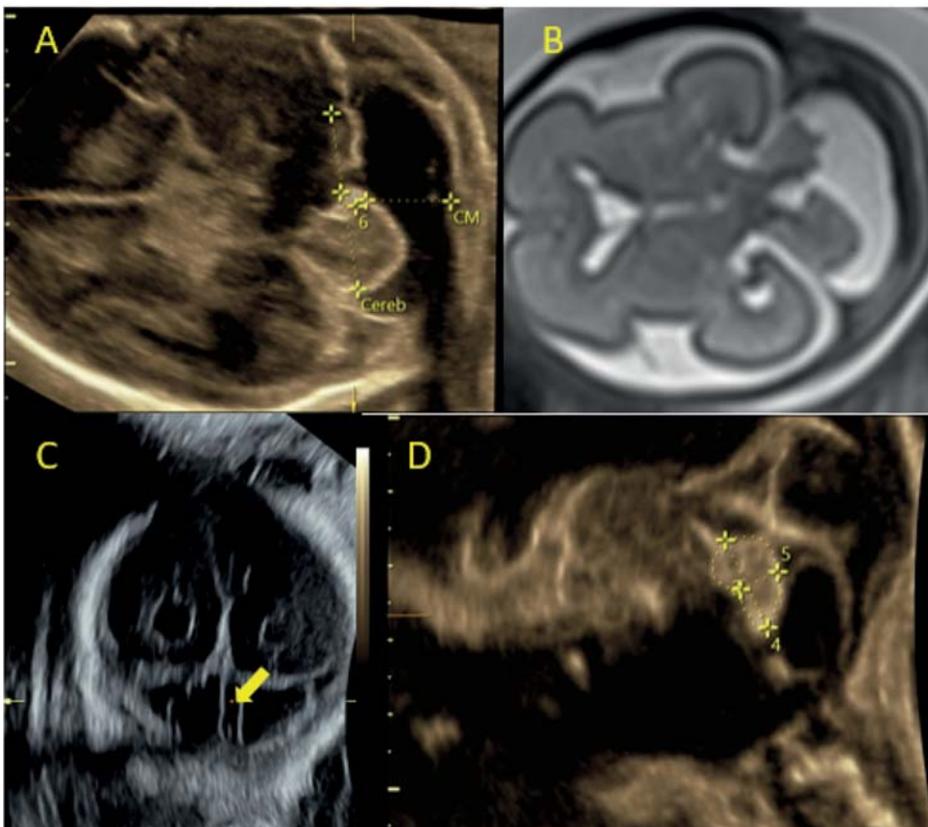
(A) transzerebellare Ebene mit Darstellung der hinteren Schädelgrube. Deutlich unterschiedliche Kleinhirnhemisphären mit weiter Cisterna magna; (B) fetales MRI bestätigt die sonographischen Befunde; (C) okzipitale Frontalansicht mit nach links von der Medianen liegenden Falx (gelber Pfeil); (D) Vermisbiometrie in Sagittalansicht
